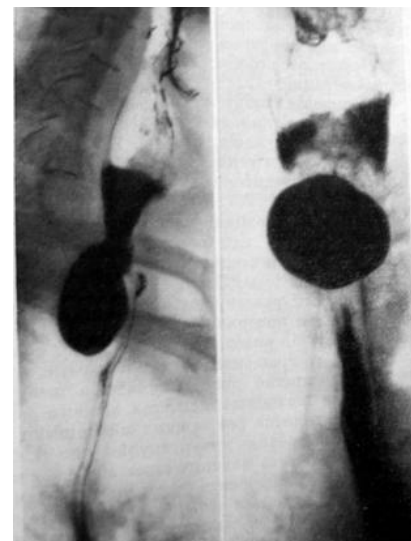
Дивертикула Ценкера (рентгенограмма)
